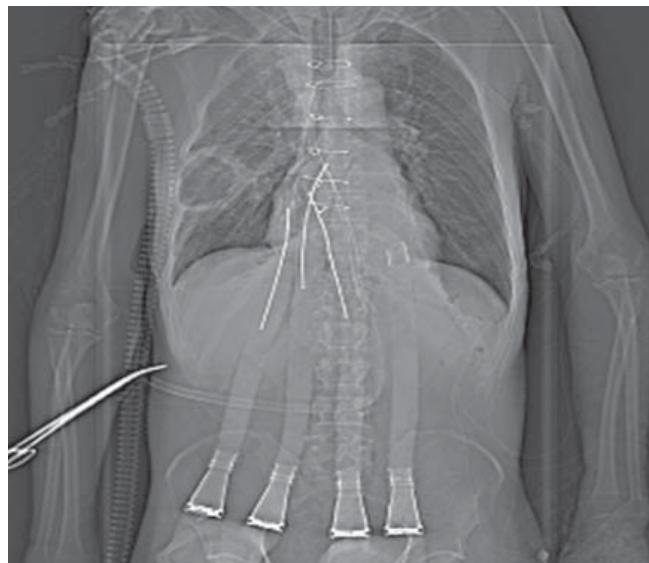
КТ пациента A. с абсцедирующей пневмонией
